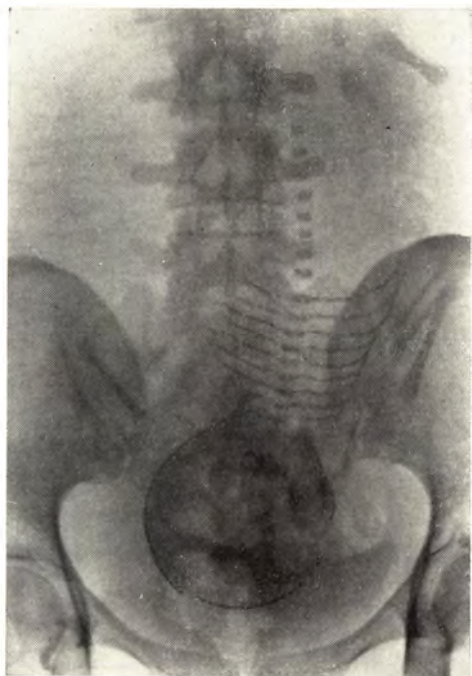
Прямая рентгенограмма живота беременной. Небольшое расхождение костей черепа, стреловидное выпрямление позвоночника плода.
